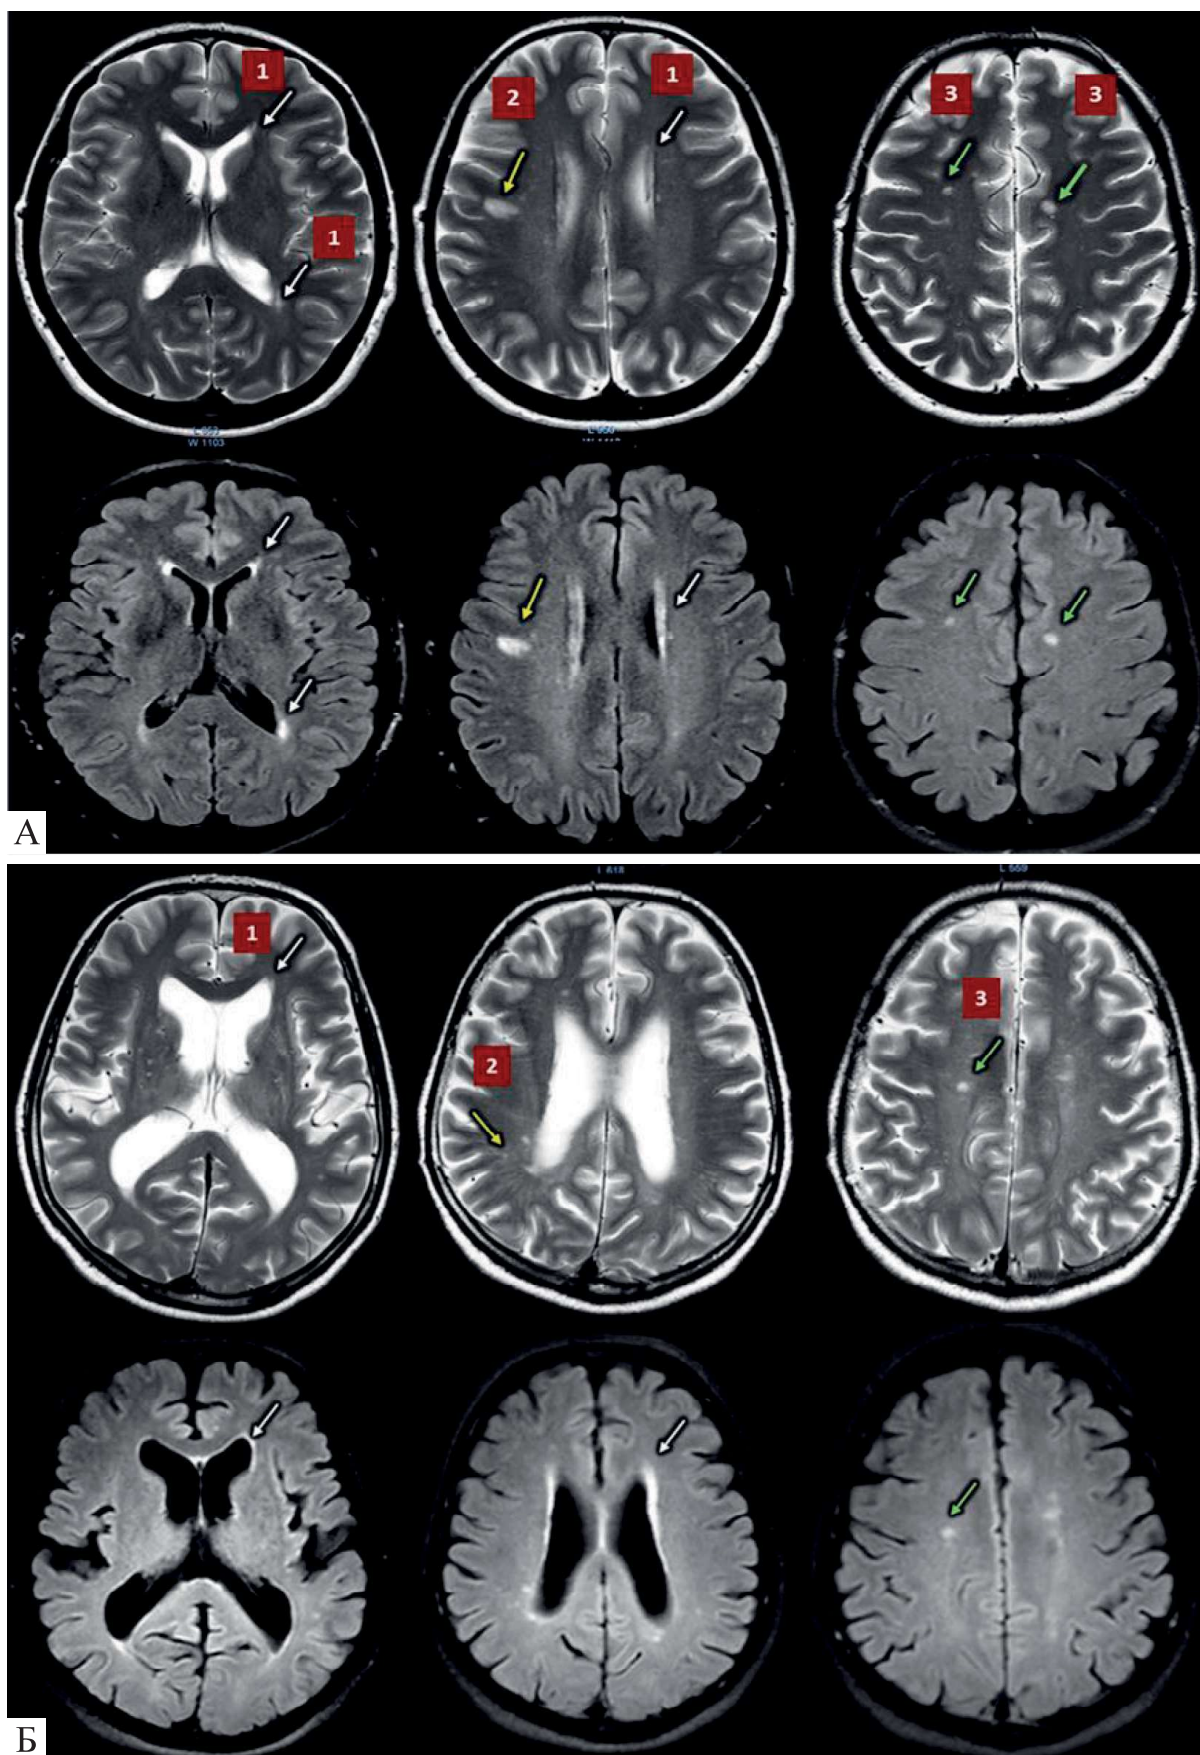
МРТ: T2WI, FLAIR Sense: А – пацієнтки П., 50 р. (тривалість захворювання на АГ – 3 р.), Б – пацієнтки П., 70 р. (тривалість захворювання на АГ – 10 р.)
